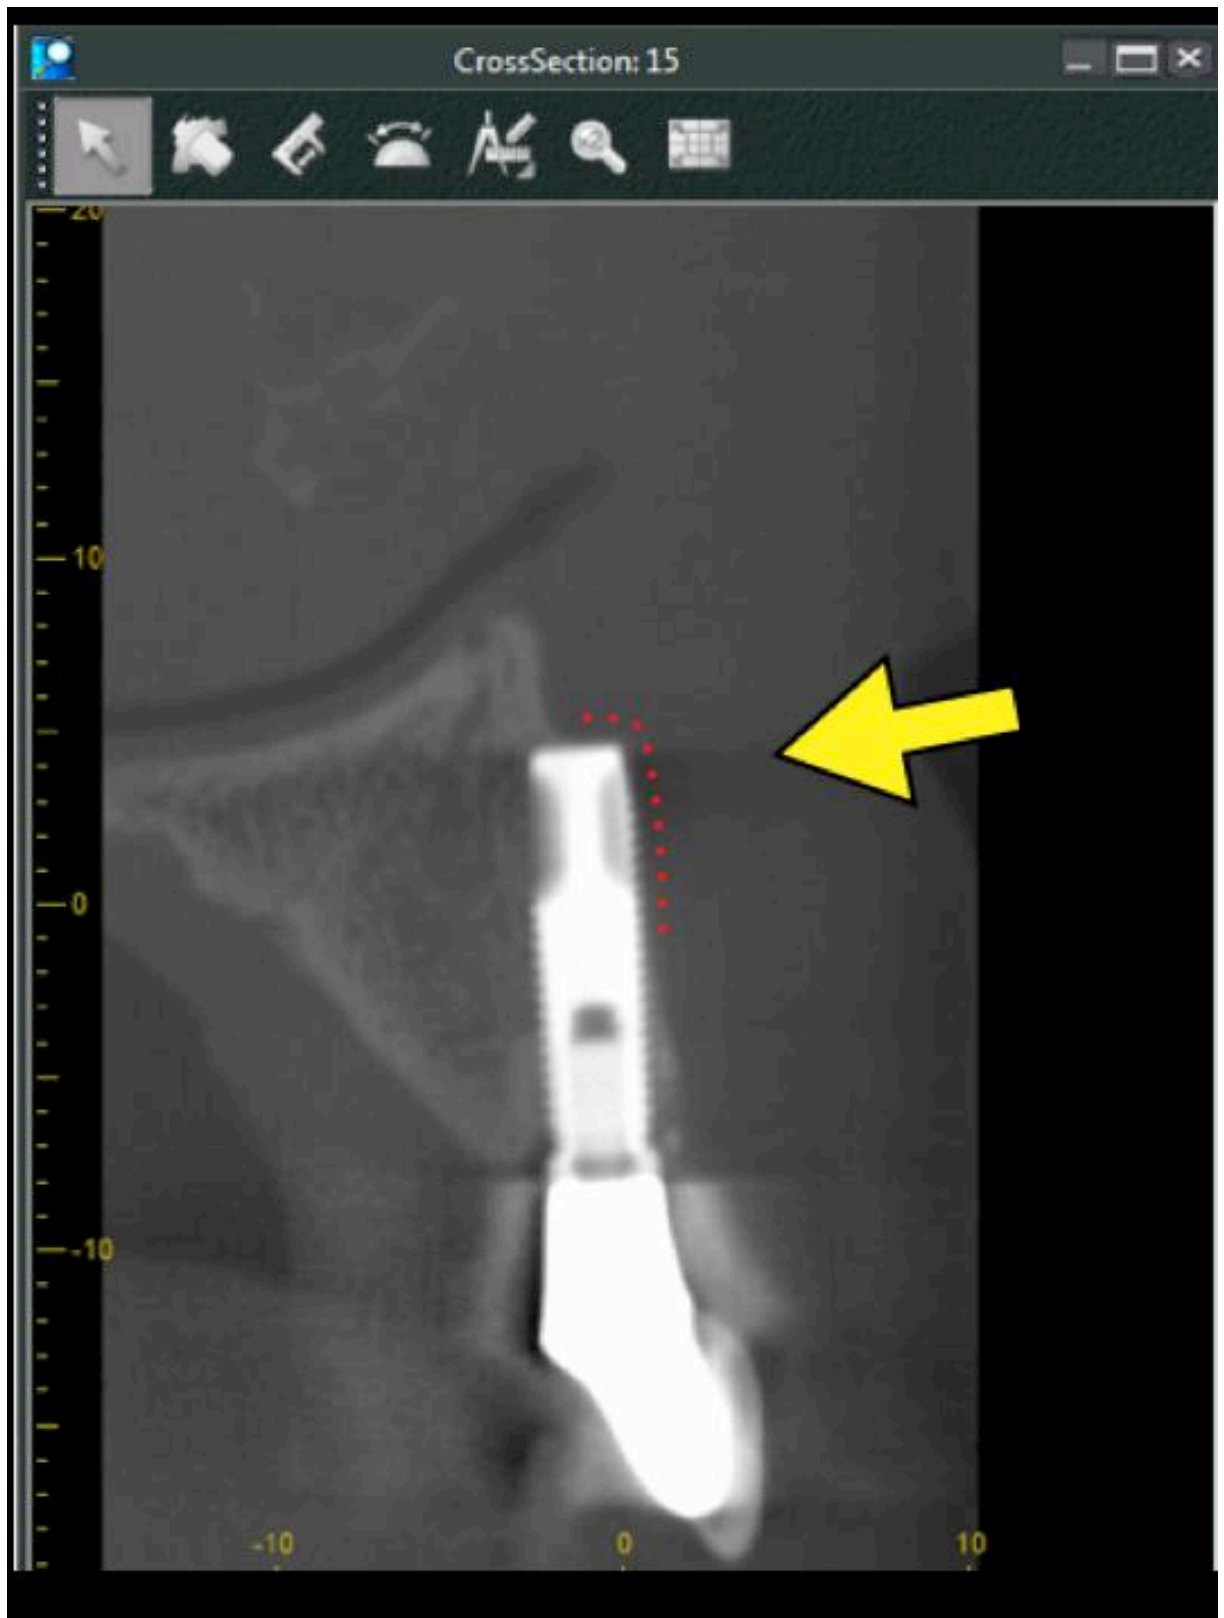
Röntgenkontrollen
